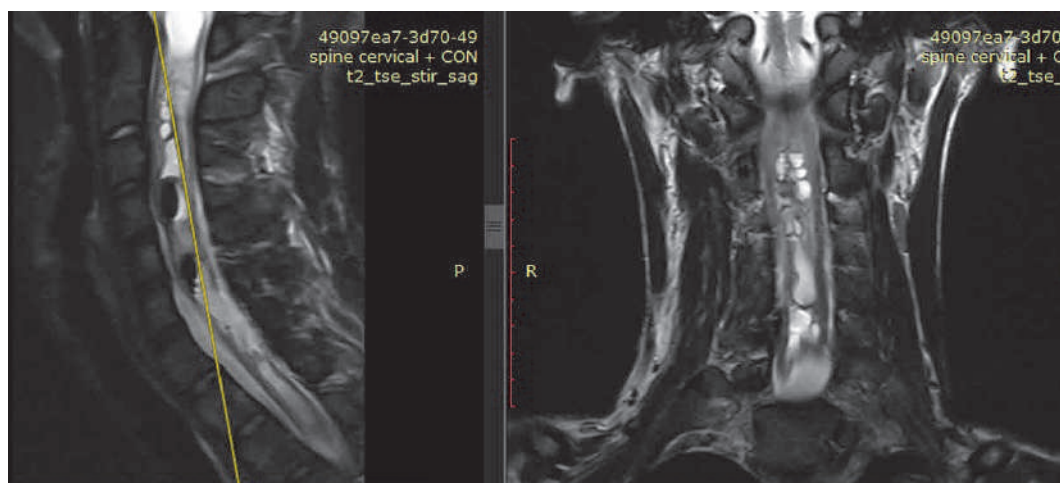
МРТ пациента Н. в сагиттальном и аксиальном срезах, T2 ВИ, после оперативного лечения
